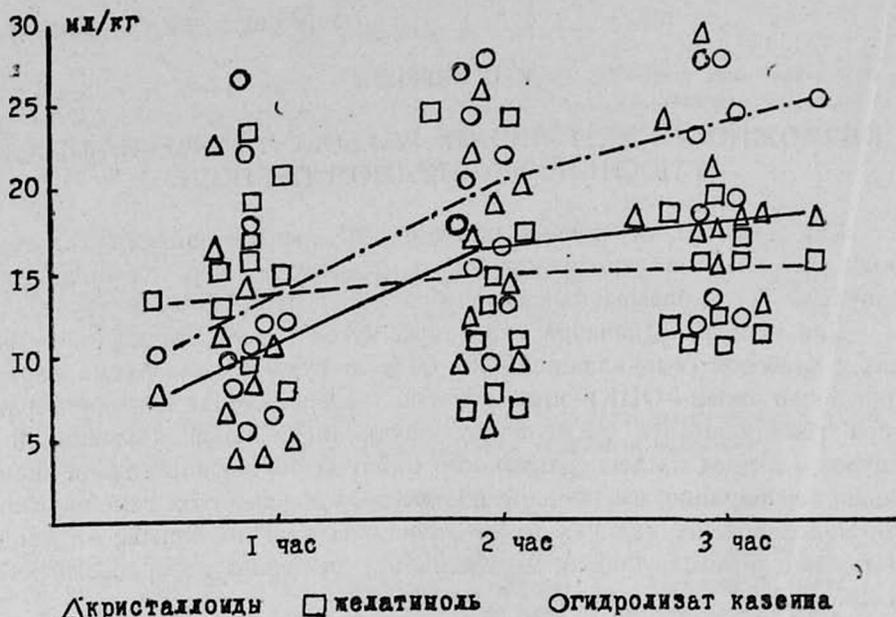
Потеря крови через дренаж в послеперфузионном периоде при часовой перфузии.
